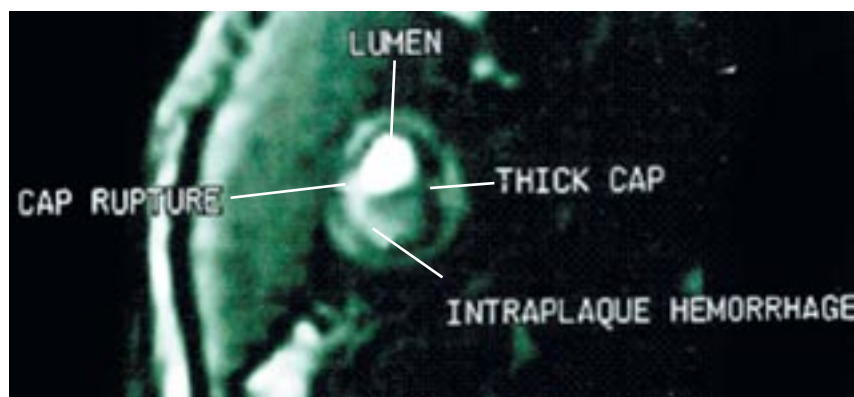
МР-томограмма. Атеросклеротическая бляшка с поврежденной фиброзной покрышкой. В области бляшки визуализируется гиперинтенсивный сигнал, соответствующий свежему кровоизлиянию [12].
